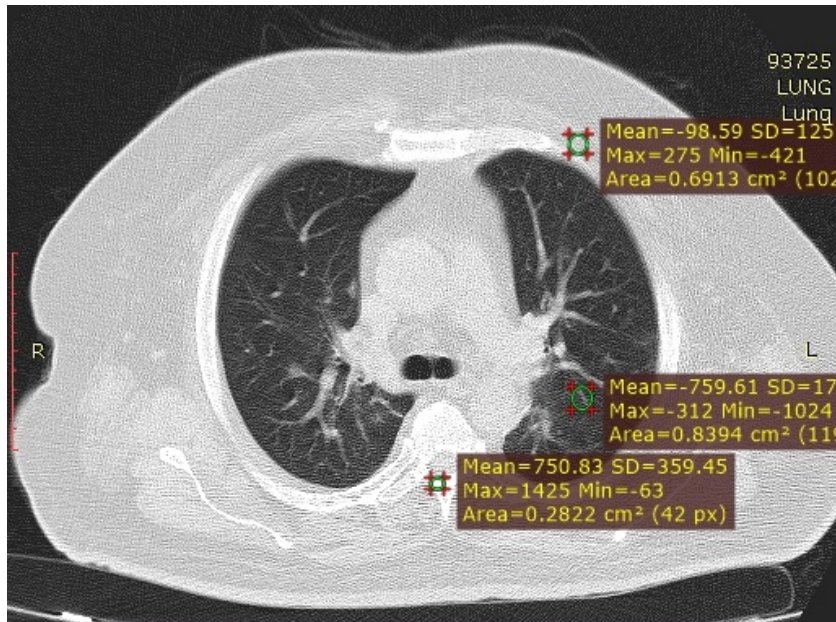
Valores de UH del pulmón, grasa (tejido adiposo) y hueso de una TC de tórax de paciente con COVID-19
